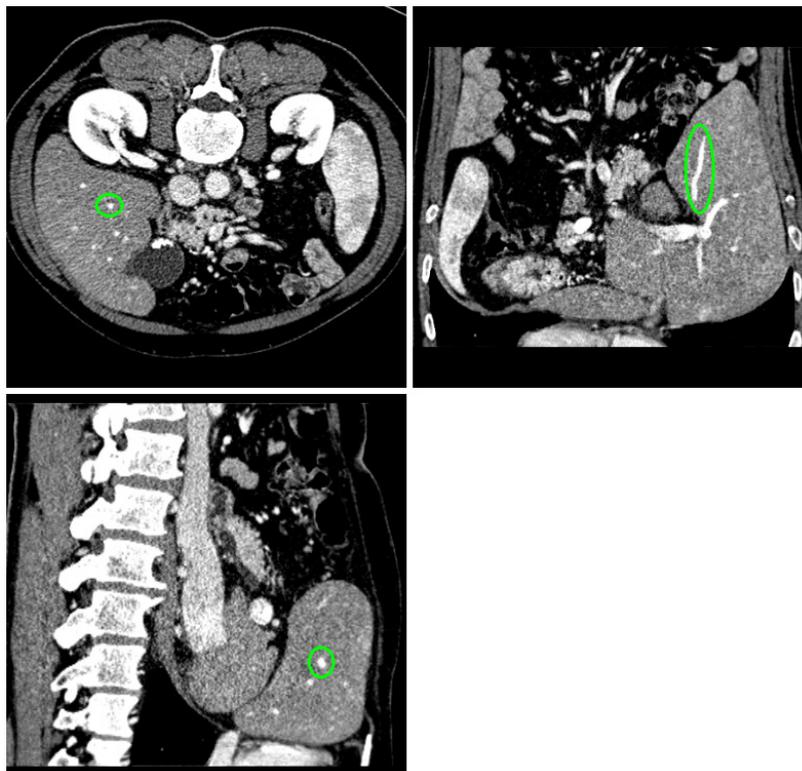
Representação dos vasos sanguíneos em imagens de CT.
